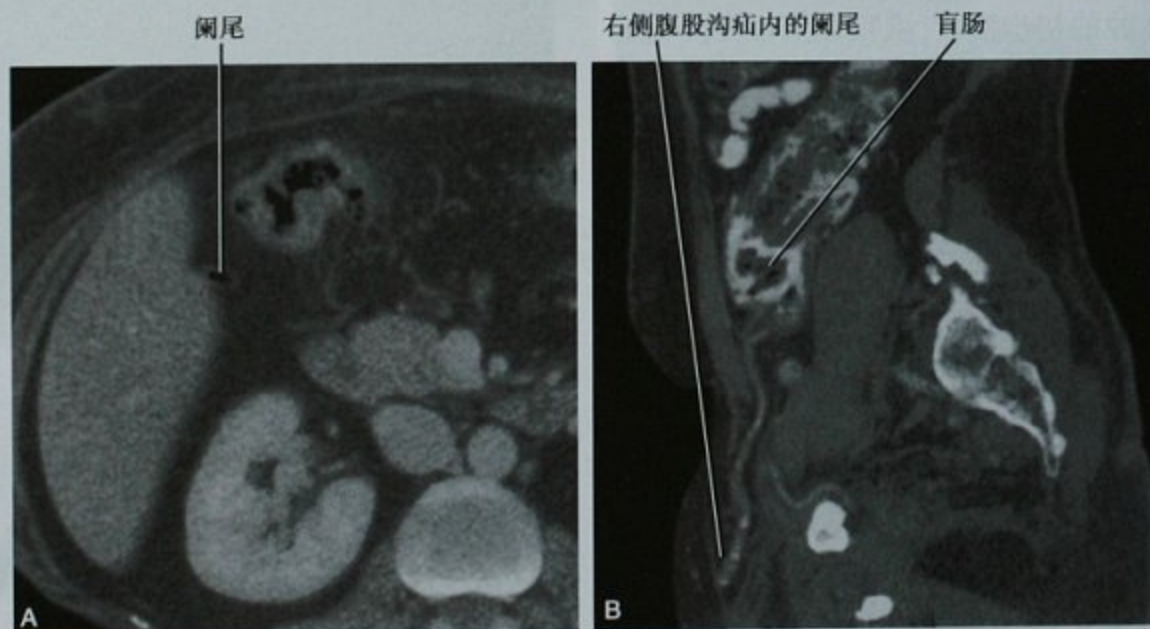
两例阑尾位置异常病例,A. CT影像显示阑尾位于右上腹胆囊窝附近;B. 另一患者CT矢状位重建图像,阑尾位于右腹股沟疝(RIH)内
